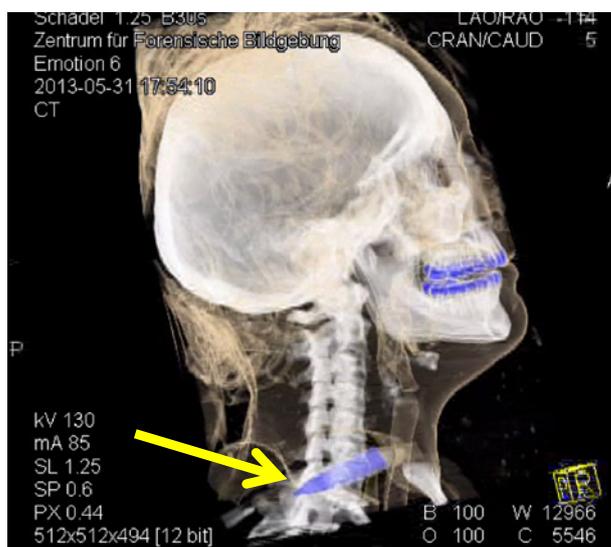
3D CT-Bild des Schädels und der Halswirbelsäule mit Ansicht von rechts nach scharfer Gewalt gegen den Hals. In den Wirbelkörpern des 6. und 7. Halswirbels zeigt sich in blau eine abgebrochene Messerklinge (Pfeil).
